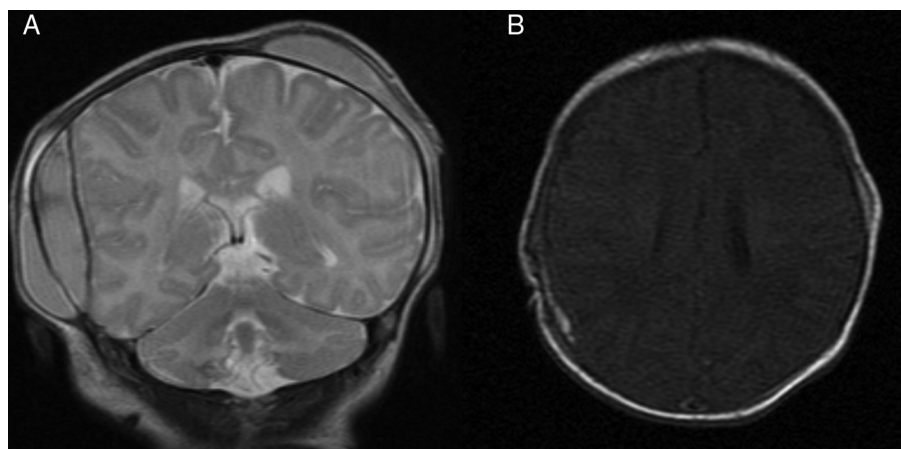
A y B) Resonancia magnética preoperatoria y postoperatoria de la paciente del caso 2. Se puede apreciar el efecto masa en la primera y la desaparición completa de la colección en la segunda.
